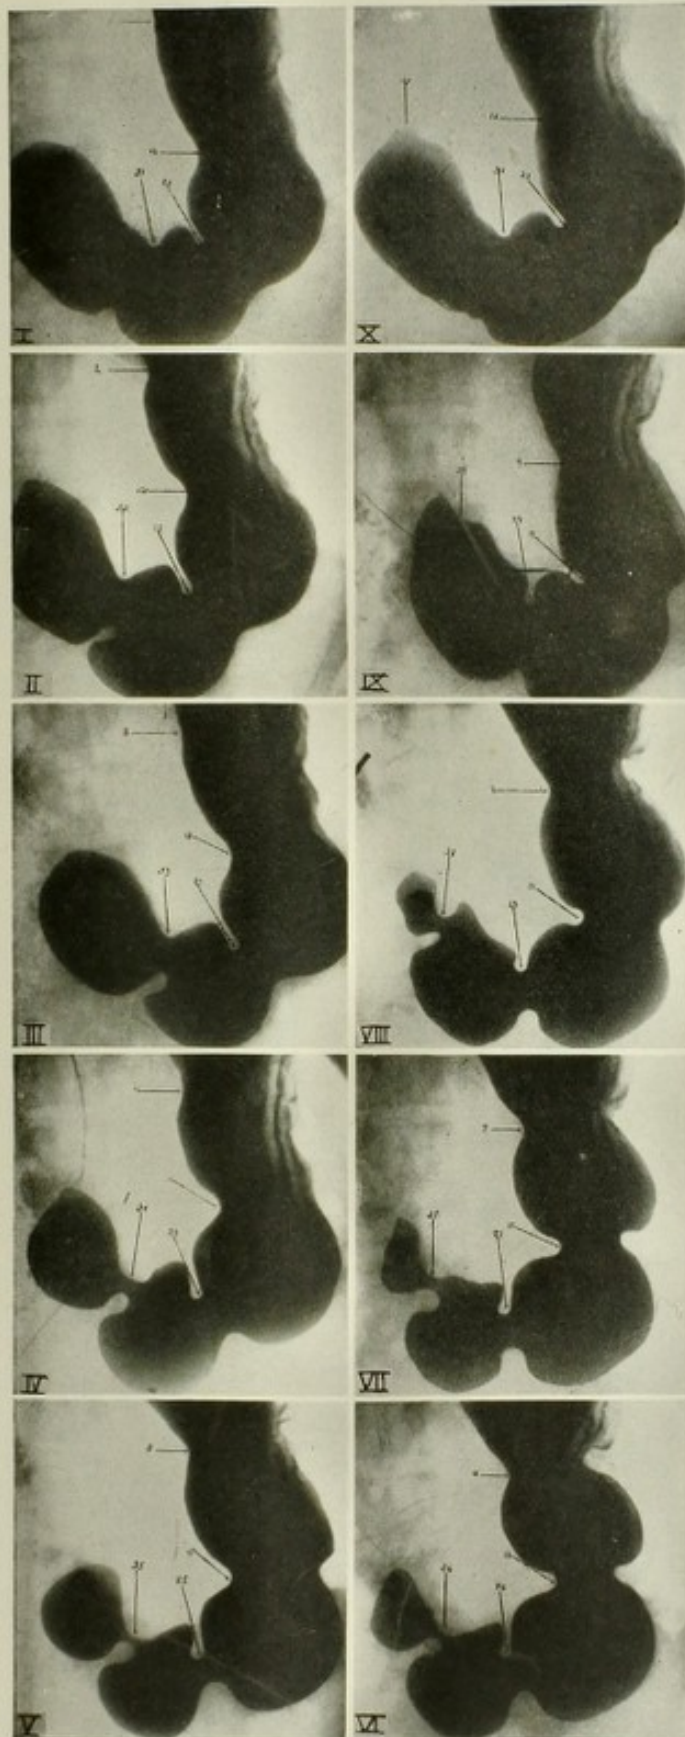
ist eine Serie von Röntgenogrammen, die verschiedene Phasen verschiedener Perioden zeigen; sie sind nach dem Fortschreiten der peristaltischen Wellen angeordnet. Man sieht dort die Systole und Diastole, sowie das Wandern der vier Perioden der gastrischen Peristaltik nach dem Pylorus hin. Die Bewegungskräfte sind etwas aktiver als bei der normalen gastrischen Peristaltik, aber zeigen sehr deutlich ihre Zusammengehörigkeit.
